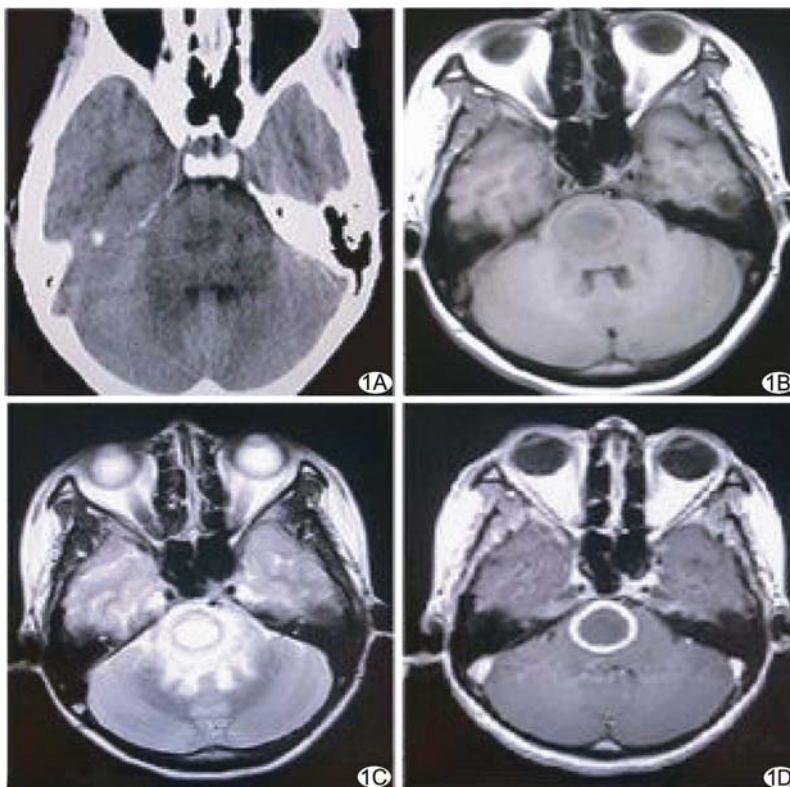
脑干弓形体脑炎 A. CT 显示病灶呈片状低密度影且欠均匀; B. T1WI 显示病灶呈不规则片状低信号,内见略呈环状稍高信号; C. T2WI 序列显示病灶呈高信号,内见环状低信号; D. 增强后显示病灶明显环状强化
